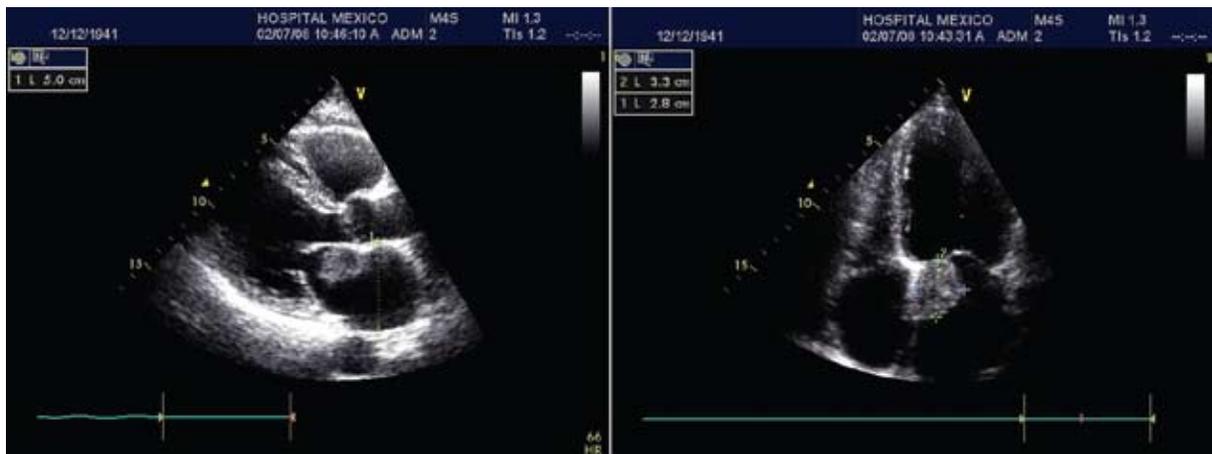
Ecocardiograma. Izquierda, eje largo para esternal, se observa la masa adherida al septum interatrial, muy cerca de la válvula mitral. Derecha, vista de cuatro cámaras.
